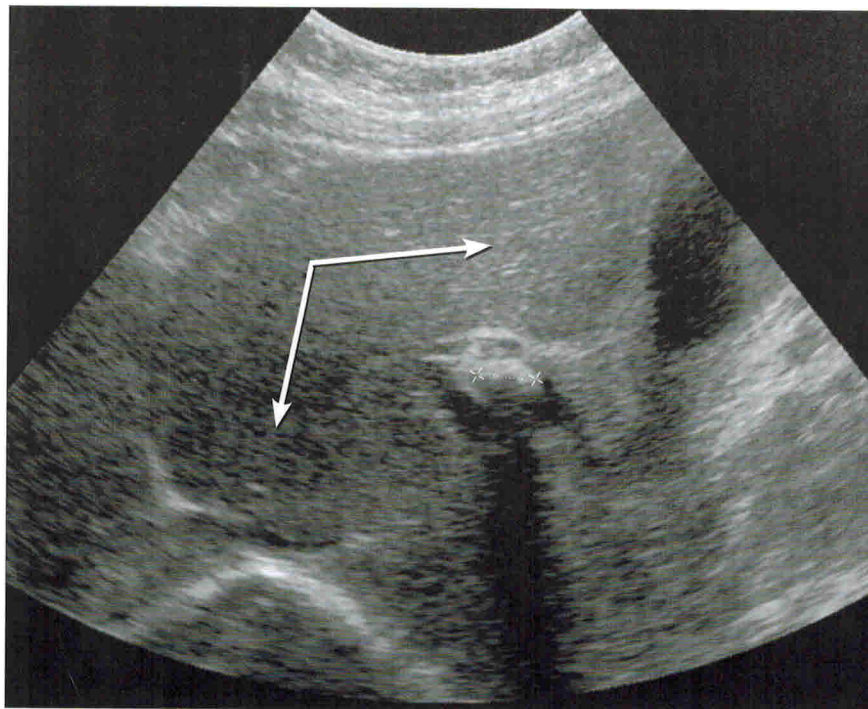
Синдром Мирицци. УЗИ
